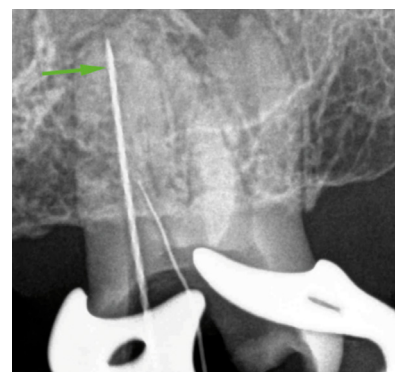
Внутриротовая прицельная радиовизиография с подтверждением рабочей длины: зеленая стрелка – мезиально-щечный канал, файл BT-apisafe (FKG) № 50
